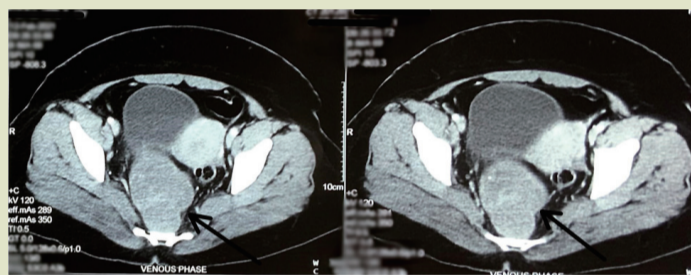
骨盆的对比增强CT扫描显示骶前区边界清晰、呈不均匀强化的卵圆形分叶状软组织密度（箭头所示）
